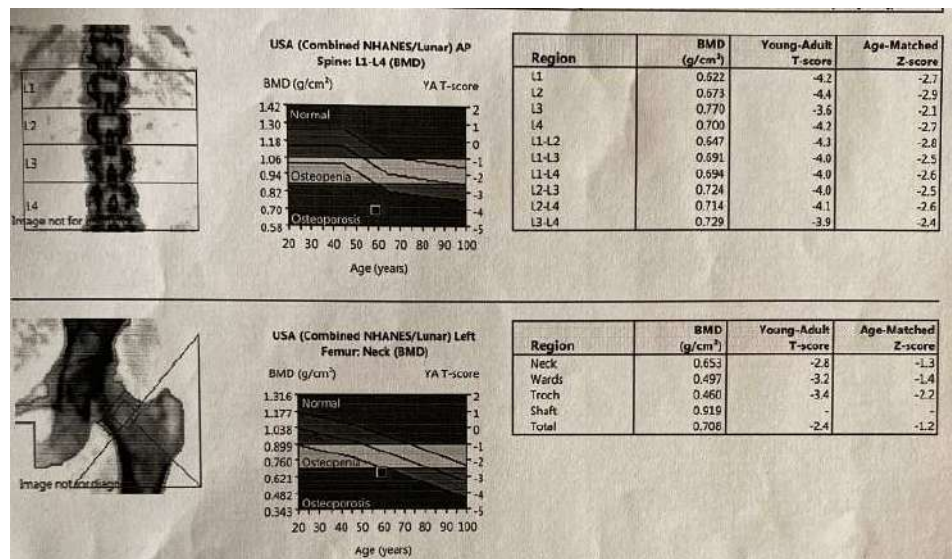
Поясничные позвонки, проксимальный отдел бедренной кости, режим «все тело» при двухэнергетической рентгеновской абсорбциометрии (DEXA).
